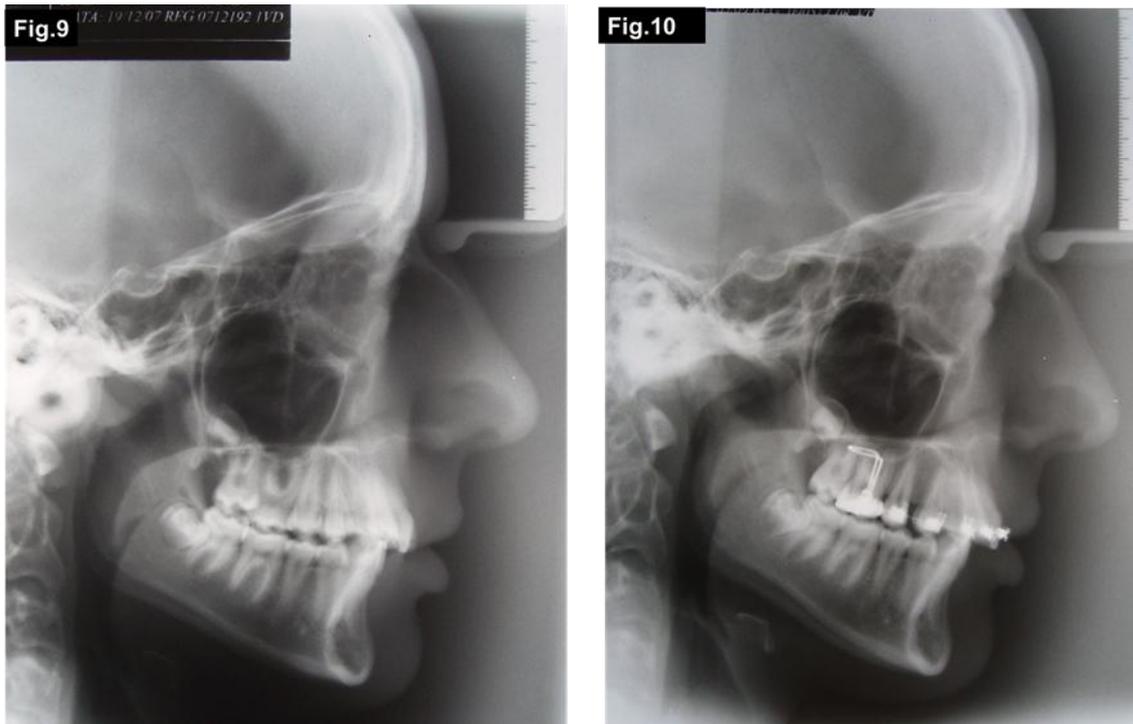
Telerradiografia lateral de perfil inicial (esquerda) e final (direita)
